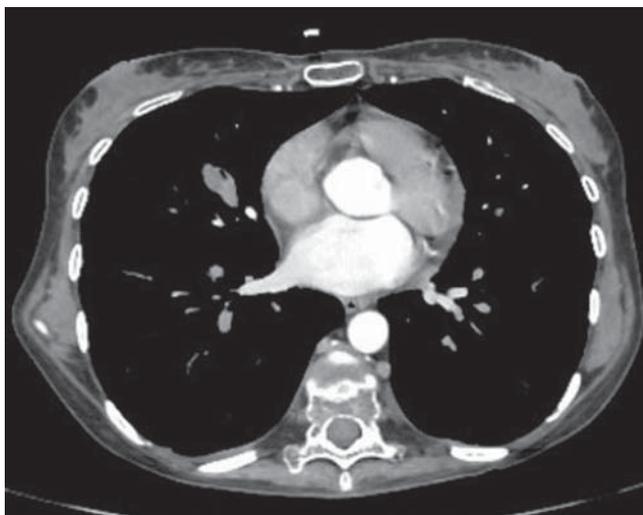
МСКТ органов грудной клетки пациентки Н. с контрастным усилением.
